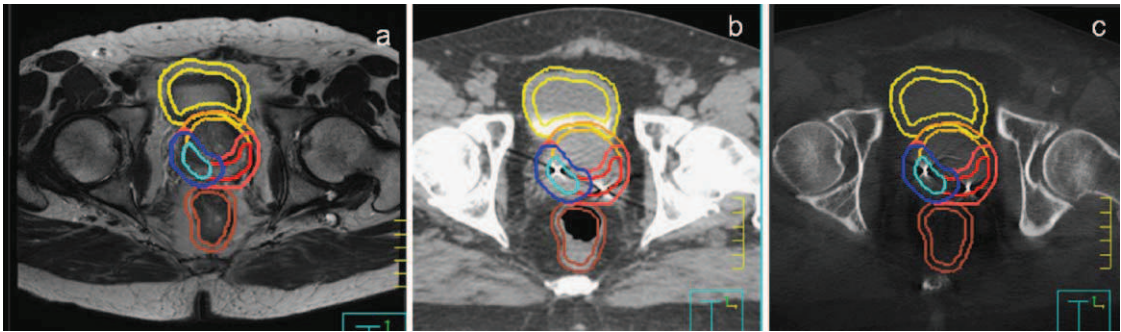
Segmentation des structures sur images transverses remnographiques (a) lors de l'étape de définition de la cible, tomодensitométrie (b) lors de l'étape de planification dosimétrique et tomographie conique (c) lors de l'étape de repositionnement de la cible. La prostate a été segmentée : en bleu ciel : la tumeur et en rouge : la zone périphérique postérieure. Le recalage prostatique a été réalisé grâce aux marqueurs intraprostatiques.
